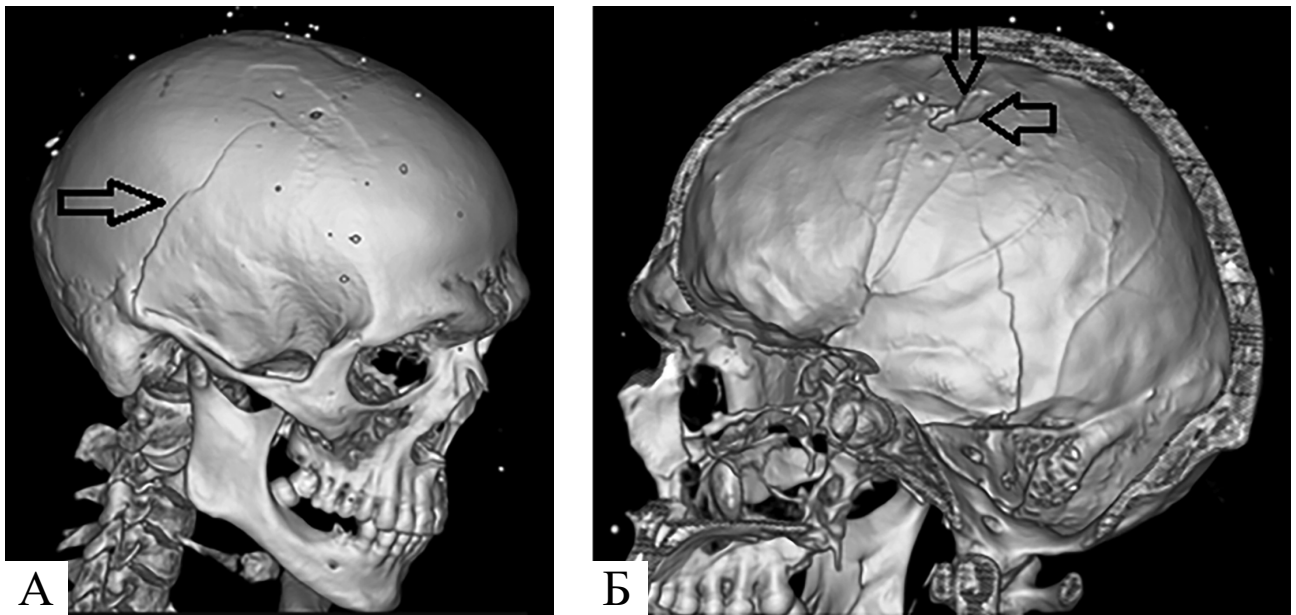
Мультиспіральна комп'ютерна томографія з програмою 3D bones b/w: А – зовнішня поверхня черепа; Б – внутрішня поверхня черепа. Вогнепальне непроникаюче множинне дотичне черепно-мозкове поранення, спричинене спрямованим пучком осколків. Стрілкою показано лінійний перелом, двома стрілками – вдавнений перелом
